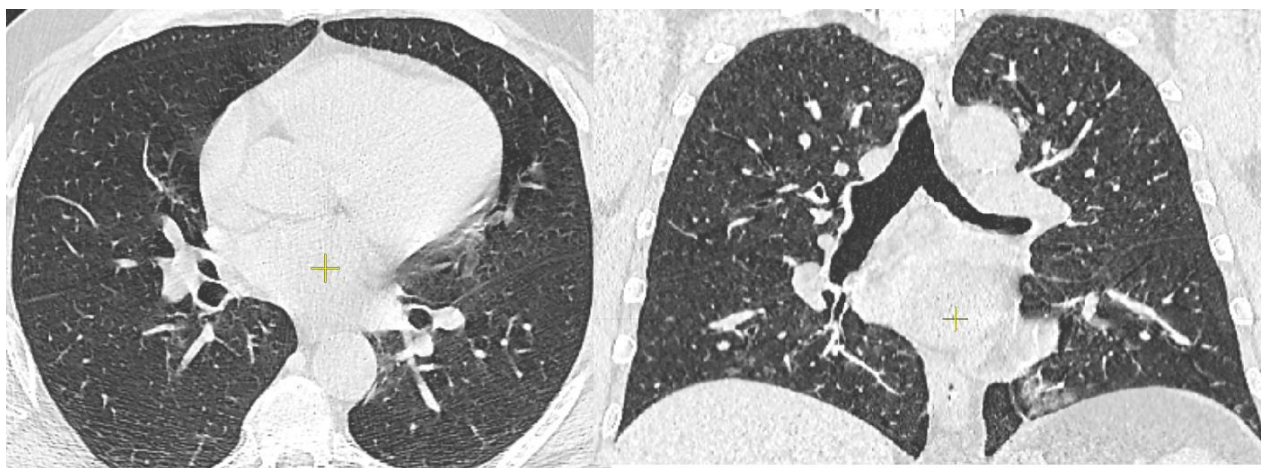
МСКТ ОГК: поперечный и фронтальные срезы легких
